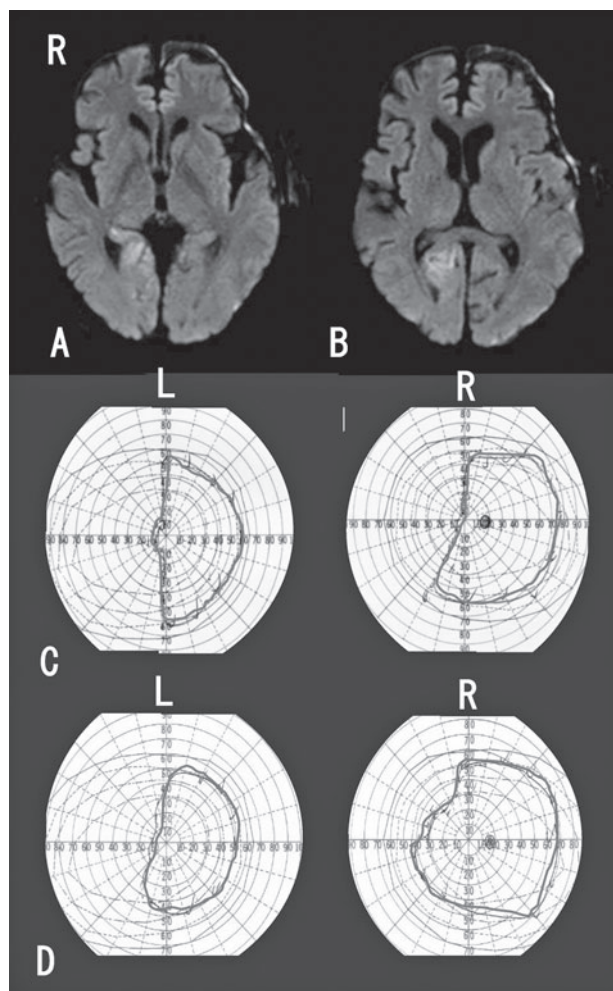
Diffusion-weighted magnetic resonance images revealing infarction of the lingual gyrus in the right occipital lobe (A, B). Visual field test before HBO therapy indicated left hemianopia with macular sparing (C). Visual field test after HBO therapy indicated partial recovery of the left hemianopia (D).
